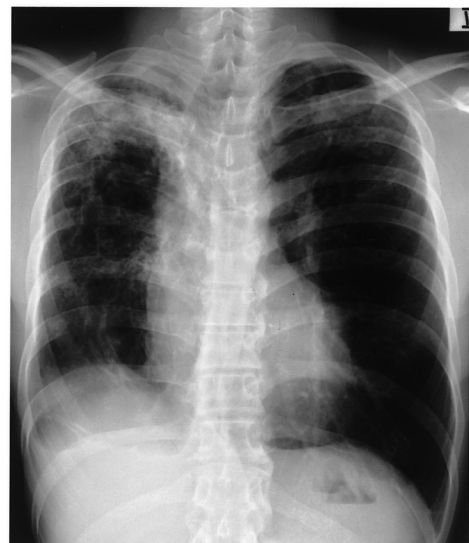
Chest X-ray finding in case 2 shows infiltrative shadow in the both upper lung fields.
